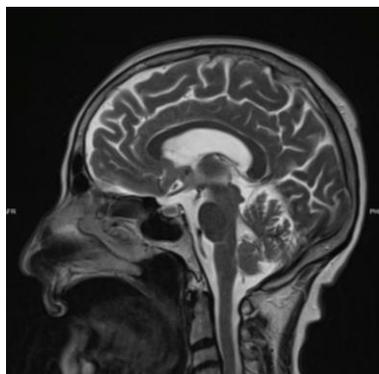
Resonancia magnética de cráneo; secuencia T2, corte sagital, encéfalo normal, observamos lóbulo frontal, parietal y occipital normales. Cuerpo calloso ubicado en línea media, cerebelo y amígdalas cerebelosa sin alteraciones. Finalmente observamos el tronco cerebral con mesencéfalo, protuberancia y bulbo normales. Identificamos es espacio subaracnoideo y las diferentes cisternas de la base.
